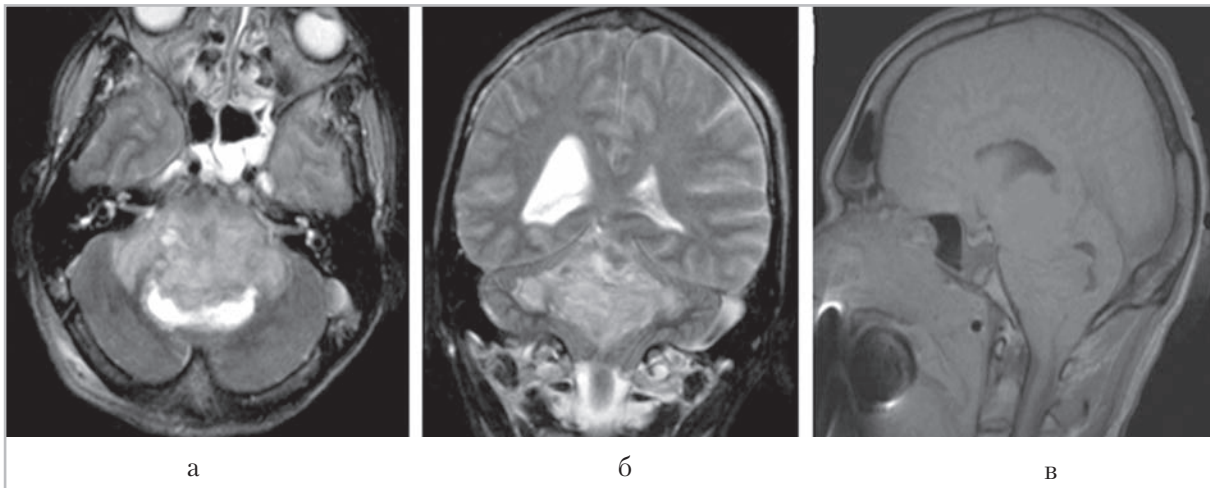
Магнитно-резонансные томограммы, выполненные через 3 ч после тяжелой ЧМТ (*а* — аксиальная; *б* — фронтальная; *в* — сагиттальная проекции). Внутримозговая гематома ствола головного мозга объемом 40 см³, с прорывом в IV желудочек мозга, вклиниением миндалин мозжечка в БЗО
